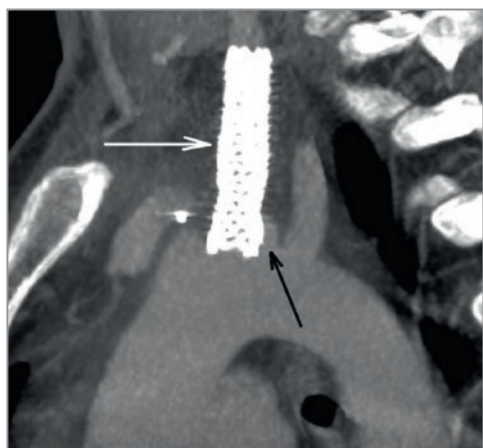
КТ-ангиография после имплантации стента. Белая стрелка – стент-графт имплантирован от устья левой ОСА; черная стрелка – псевдоаневризма дуги аорты.
